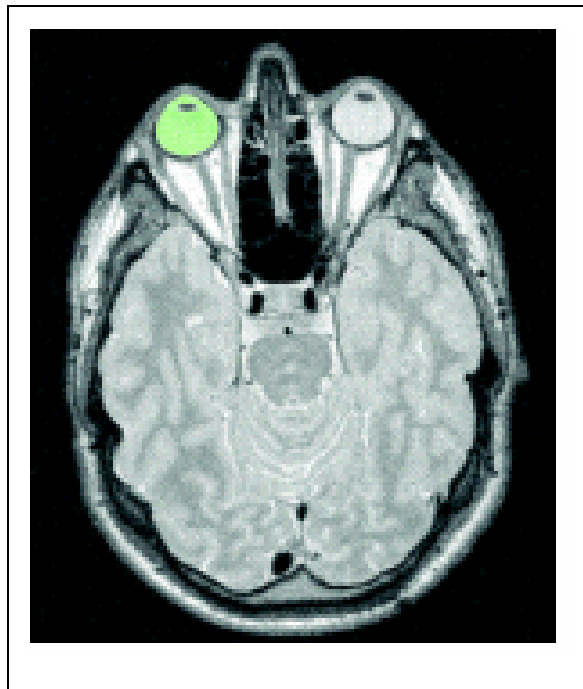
PD-gewichtete MRT-Aufnahme für die Volumenbestimmung des Bulbus
